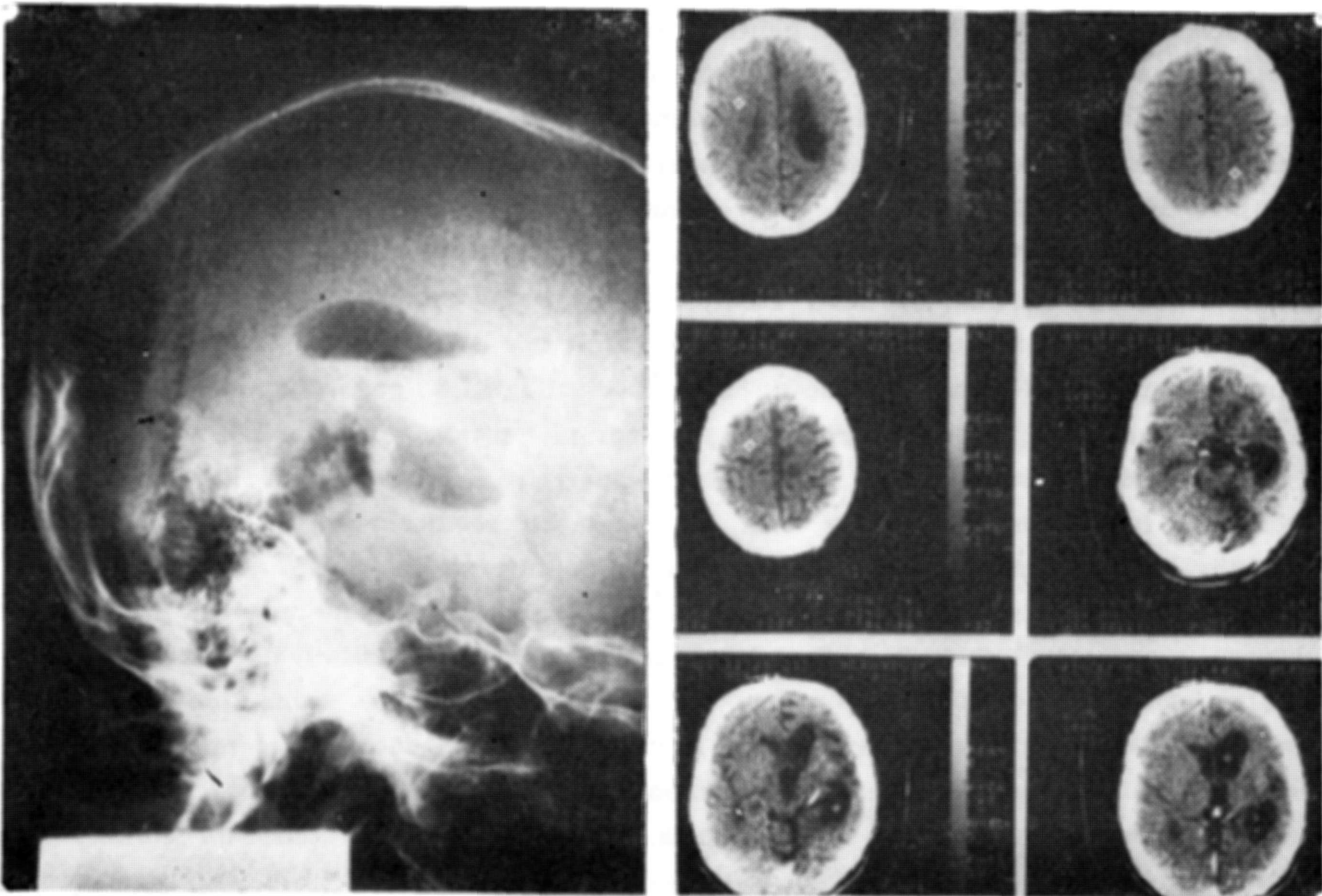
Caso D.A.M.: ventriculografia: hemiatrofia cortical esquerda e atrofia cerebelar. Tomografia computadorizada do crânio: hemiatrofia cortical e cerebelar esquerda.
